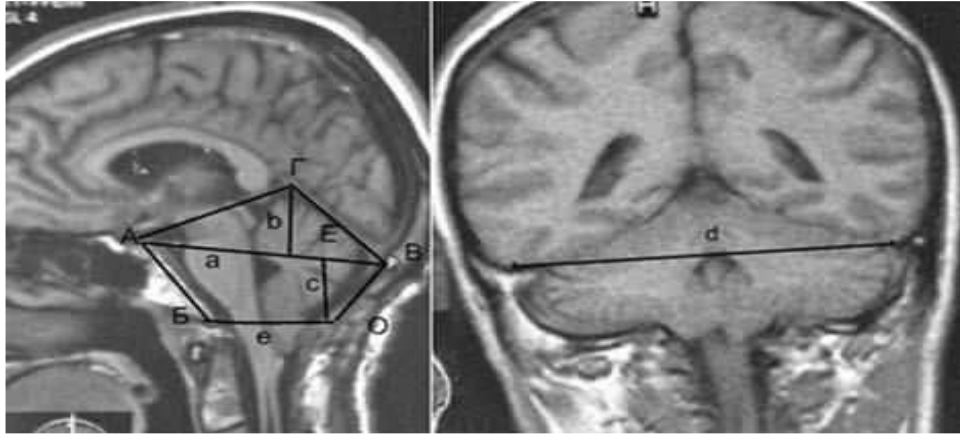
Топографічні орієнтири на сагітальному і фронтальному зрізах (МРТ-дослідження в режимі T1).
